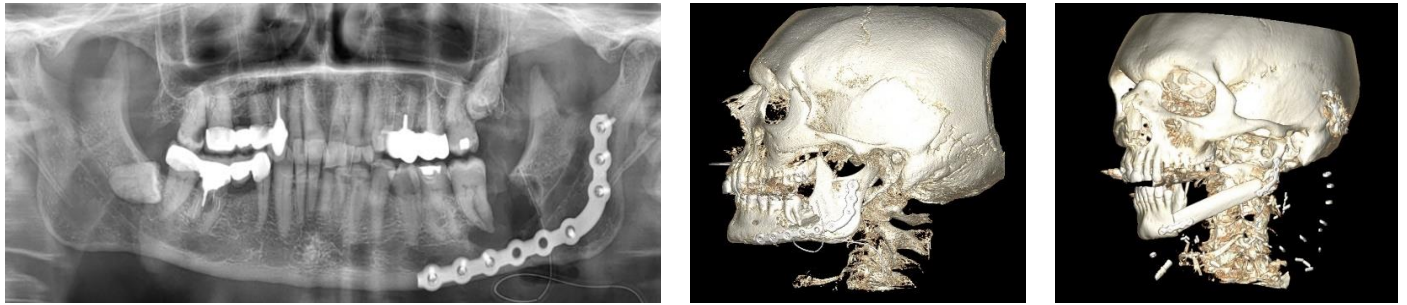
Panoramique (gauche) et reconstruction volumétrique tridimensionnelle d'un TDM illustrant le traitement chirurgical d'un CEIOP de l'angle mandibulaire gauche, s'étant présenté initialement sous la forme d'une fracture pathologique avec l'hypothèse d'un kyste dentigère (gauche, milieu) puis reconstruit avec un lambeau libre de fibula une fois le diagnostic carcinologique établi (droite) (source : Calvin et al, 2024)
